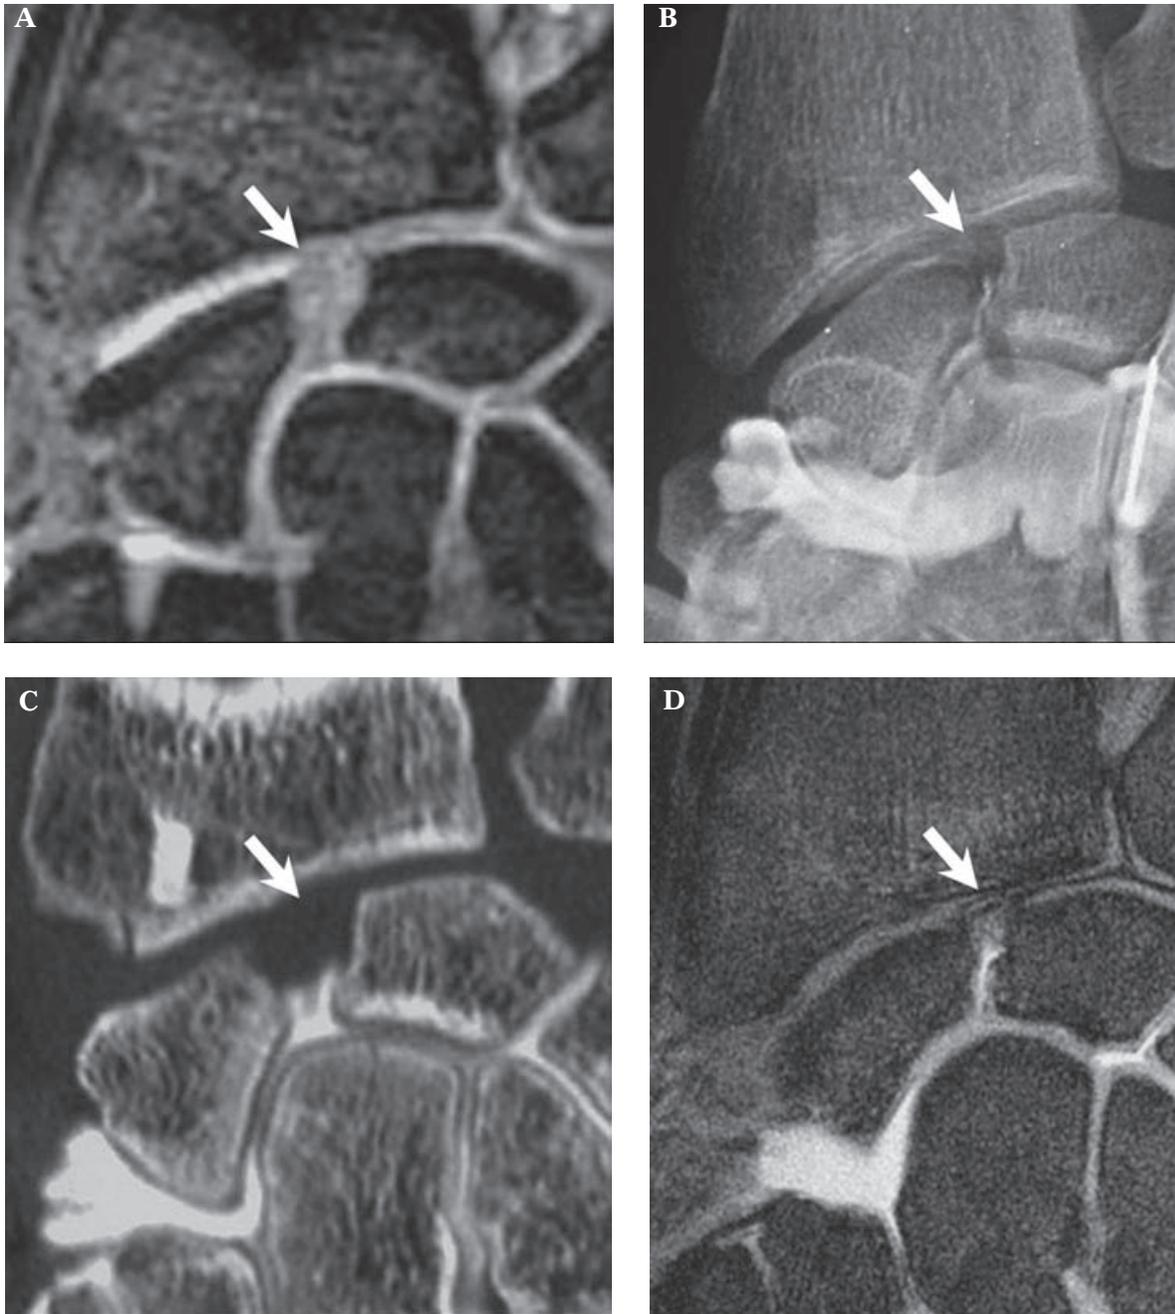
Déchirure ancienne du ligament scapho-lunaire comblée par du tissu cicatriciel (flèche) en IRM standard (A), après opacification médio-carpienne (B), en arthroscanner (C) et en arthro-IRM (séquence coronale T1 écho de spin avec suppression de graisse) (D). Ces lésions n'entraînent pas de communication anormale et peuvent être méconnues si seule l'opacification radio-carpienne est réalisée : le remplissage incomplet du récessus scapho-lunaire est le meilleur signe. Le compartiment radio-carpien n'a pas été opacifié dans ce cas.
